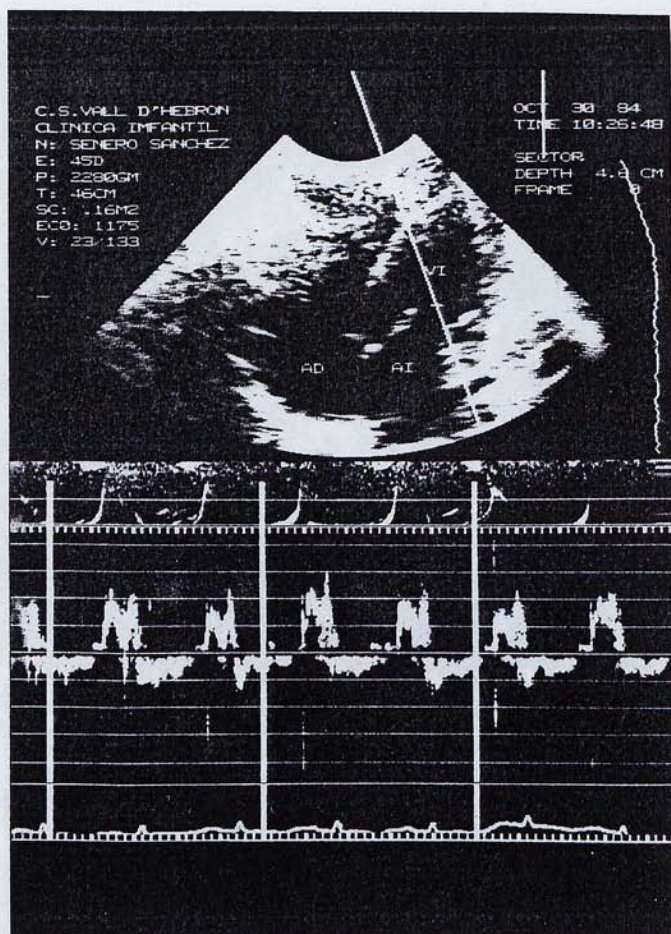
Examen Doppler del flux mitral normal, en un pla apical 4 cambres. La corba obtinguda, positiva (acostament cap al transductor), en forma de «M», és característica del flux mitral normal.
